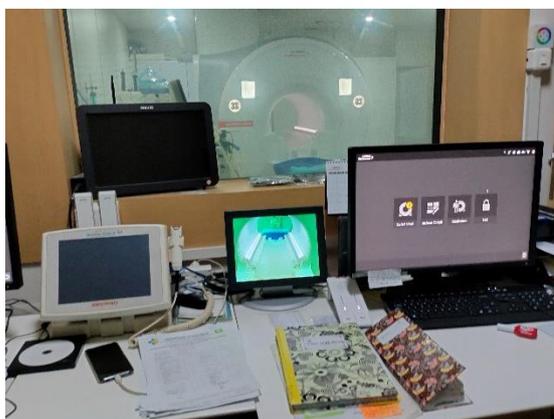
Gambar pesawat MRI 3 Tesla Siemens Magentom Vida fit ditunjukkan pada gambar 4.1 dibawah ini
